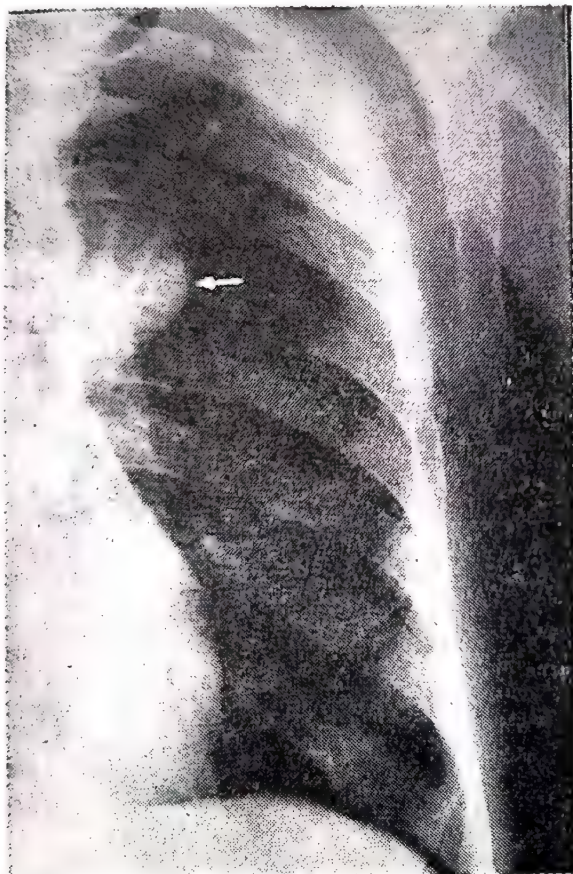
33.—Ganglioneurinom mediastinal (radiografie de față).
